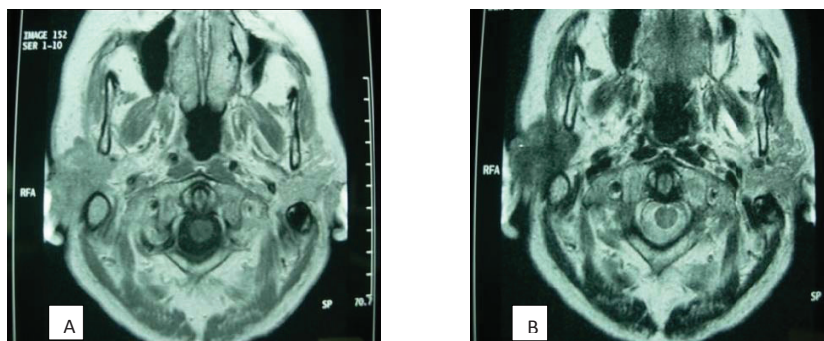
IRM en coupe axiale d'une tumeur parotidienne droite : hyposignal en T1 (A) et T2 (B), mal limitée.
